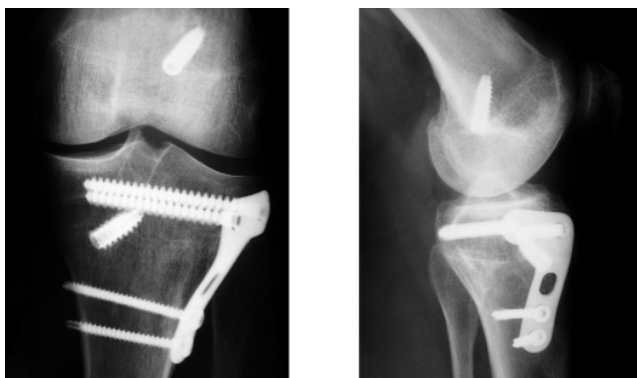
Röntgen: Postoperative Aufnahme nach einem komplexen Kombinationseingriff: valgusierender, tibialer Korrekturosteotomie, Rekonstruktion des vorderen Kreuzbandes und autologer osteochondraler Transplantation (OATS) am medialen Femurkondylus
